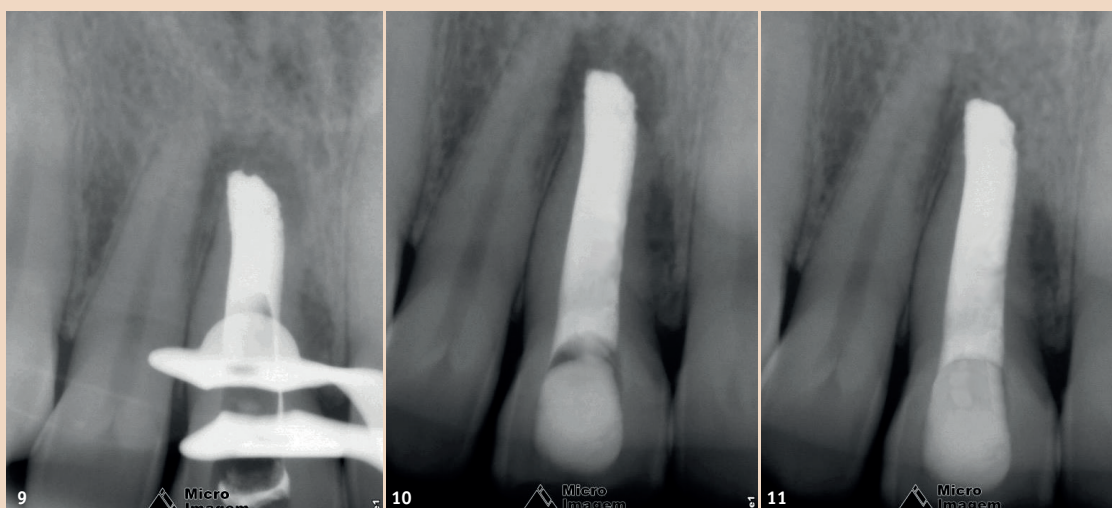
Röntgenbild des apikalen Plugs. – Abb. 10: Endröntgenbild. – Abb. 11: Röntgenkontrolle nach sechs Monaten.
